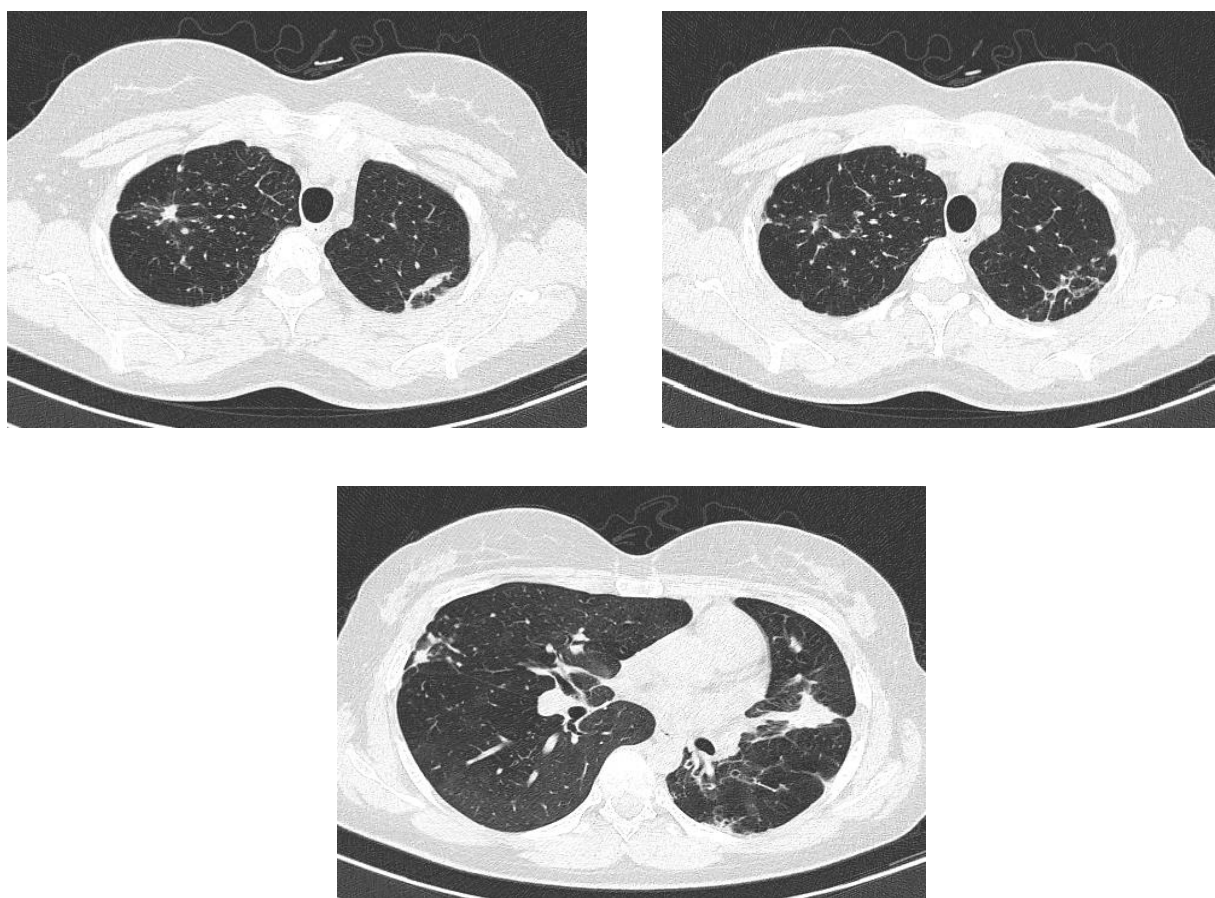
КТ ОГК больной М. при поступлении.
